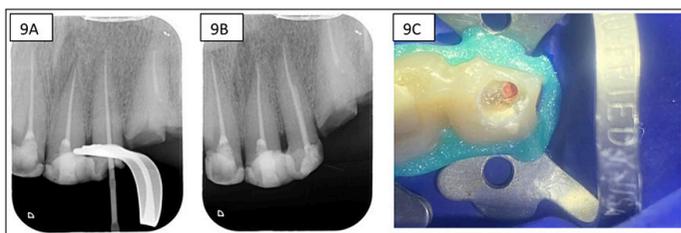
A): Radiografía de conometría. B): Radiografía control de obturación final; C): Fotografía de obturación final.
